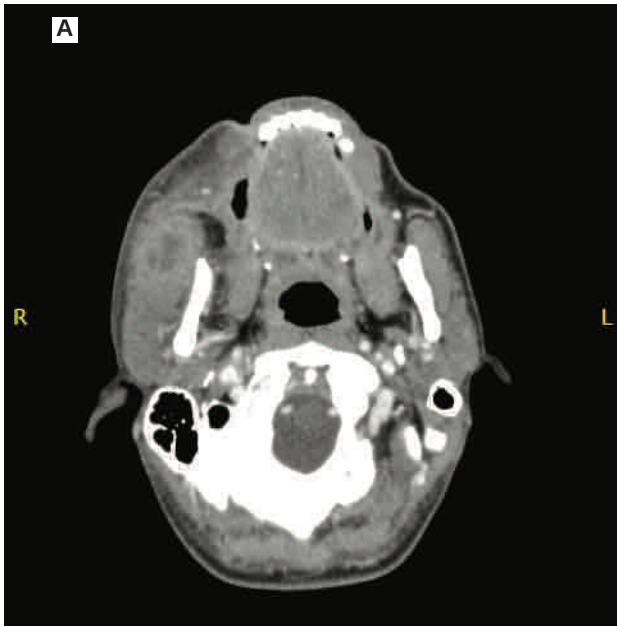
Cortes axiales de la tomografía axial computerizada (TAC), realizado con administración de contraste intravenoso. Se evidencian signos de celulitis hemifacial derecha y geniana.
